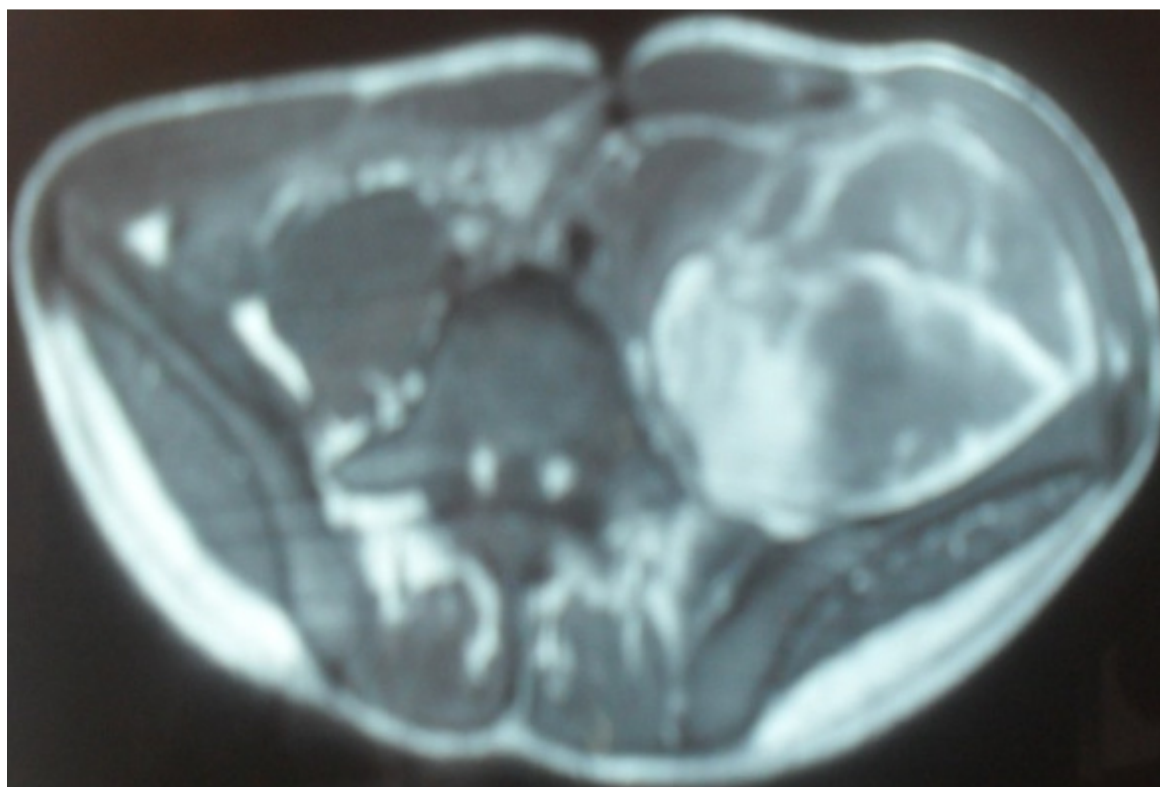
IRM de la hanche montrant un volumineux hématome du muscle psoas
